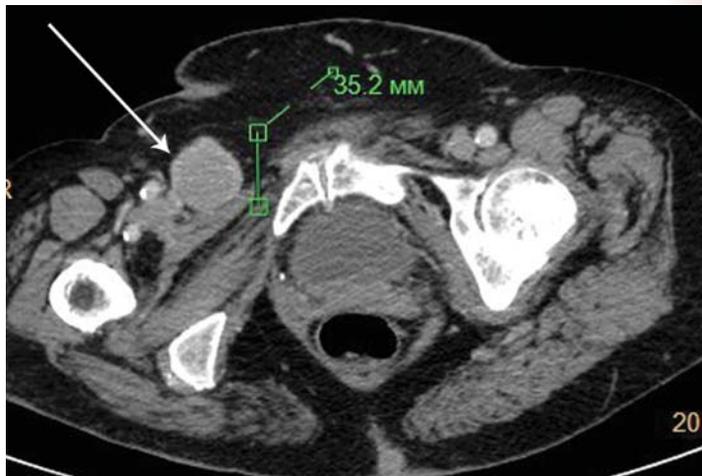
Компьютерная томография, постконтрастное исследование: а, б, г – аксиальные сканы; в – фронтальная реформация. Множественные подкожные узловатые образования (тонкие стрелки), увеличенные лимфатические узлы гомогенной плотности (толстая стрелка), образование в левой орбите – проекция слезной железы (пунктирная стрелка)
